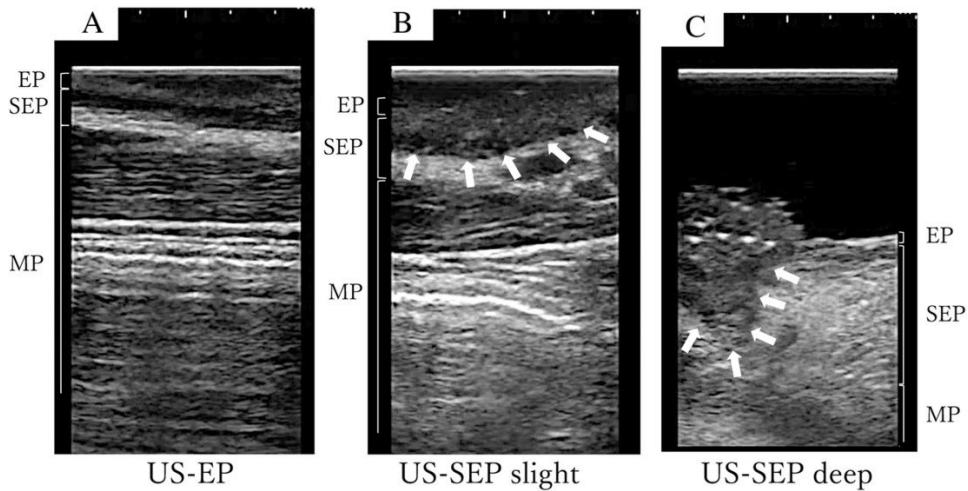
Classification for transoral US findings. (A) US-EP. (B) US-SEP slight. (C) US-SEP deep. White arrow: Tumor. EP, epithelium; SEP, subepithelial propria; US, ultrasonography.
